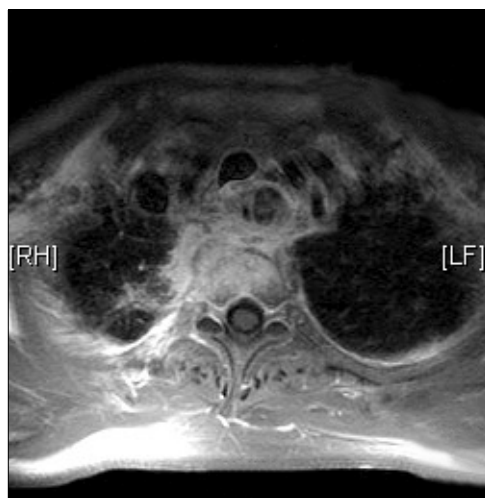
Axial T1-weighted MR image shows a high signal intensified lesion at anterior part of vertebral body. Paravertebral abscess containing necrosis is invading mediastinum and surrounding esophagus.
